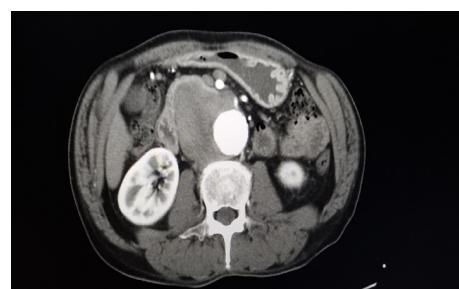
CTA imaging six months after surgery
